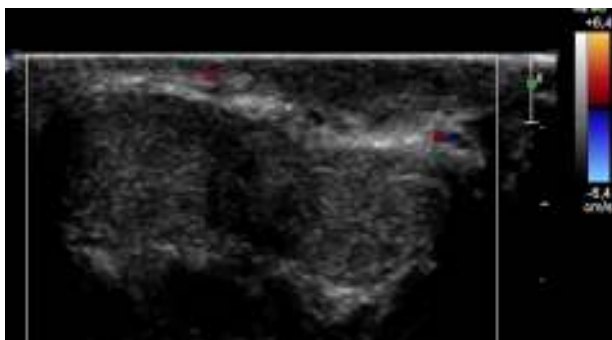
Eco-Doppler peniano transversal. Ausência de fluxo VS.
